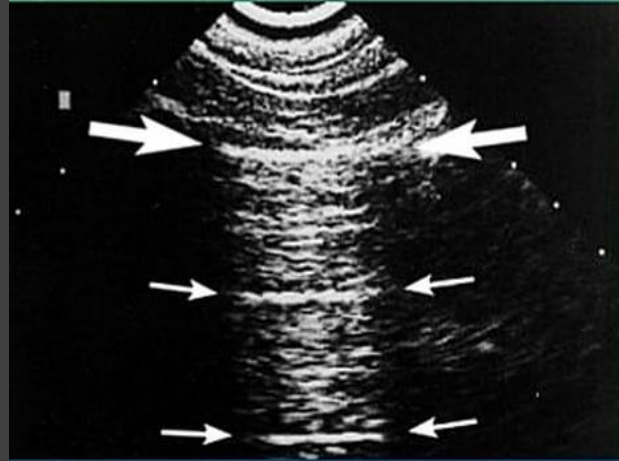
Lung ultrasound of COPD patient displaying 'A' lines.
